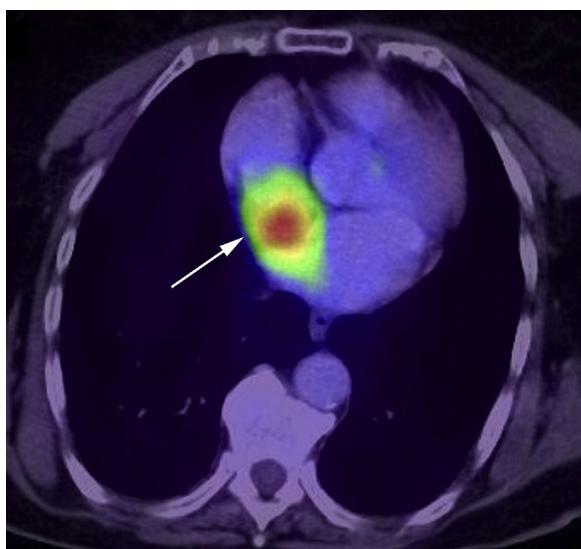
Imagen del FDG-PET/TC que muestra una masa en la AD y alrededor de la VCS con un metabolismo aumentado (flecha).
